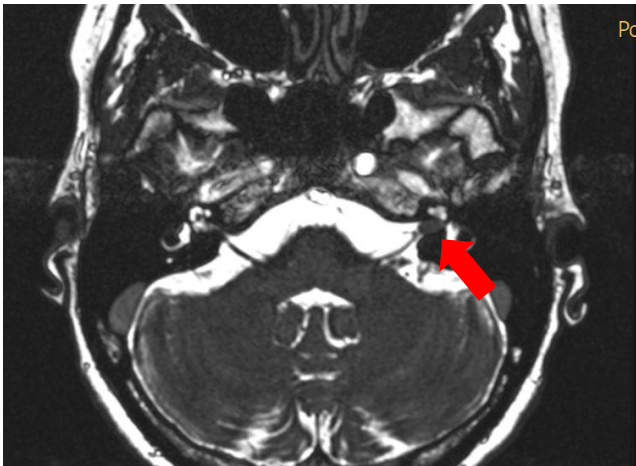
Axiale Magnetresonanztomografie-Aufnahme in T2-Wichtung mit CISS-Sequenz (Constructive interference in steady state) eines intrameatalen Vestibularisschwannoms links. Pfeil markiert Vestibularisschwannom. [genehmigt durch die Abteilung für Neuroradiologie des Universitätsklinikums Würzburg; Direktor: Prof. Dr. med. M. Pham]
